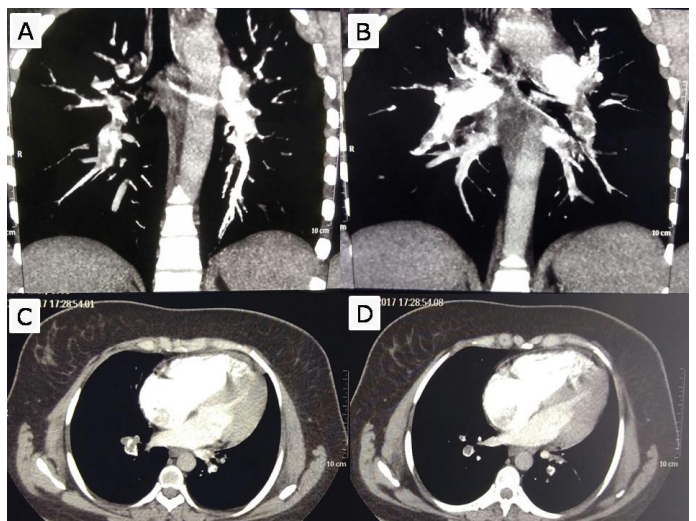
A e B. Angiotomografia de tórax revelando artérias pulmonares direita e esquerda apresentando falhas de enchimentos difusas compatíveis com tromboembolismo agudo interessando as regiões distais, ramos lobares e interlobares. C e D: Corte transversal com imagens de falha de enchimento dos ramos das artérias pulmonares compatível com trombos bilateralmente.
